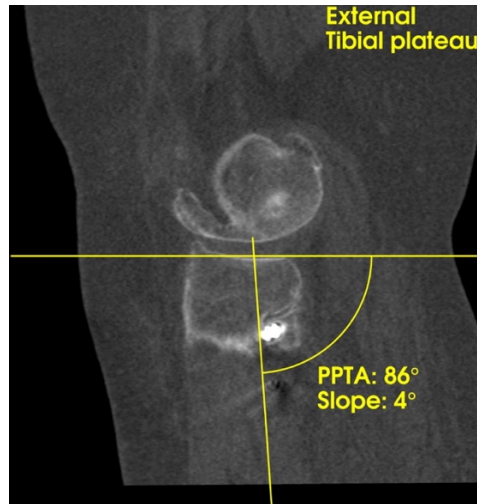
Coupe sagittale en TDM, évaluation de la pente tibiale native.
